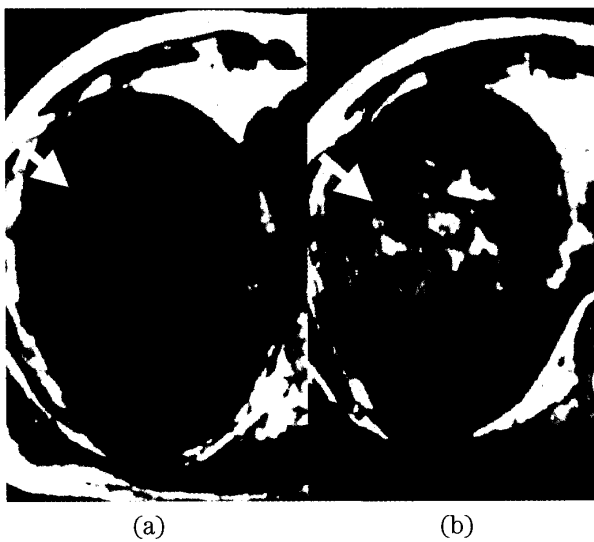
Case 3. Well-differentiated HCC. (a) T1-weighted image shows a high intensity nodule in S8 (arrow). (b) T2-weighted image shows the same lesion as low intensity (arrow).
